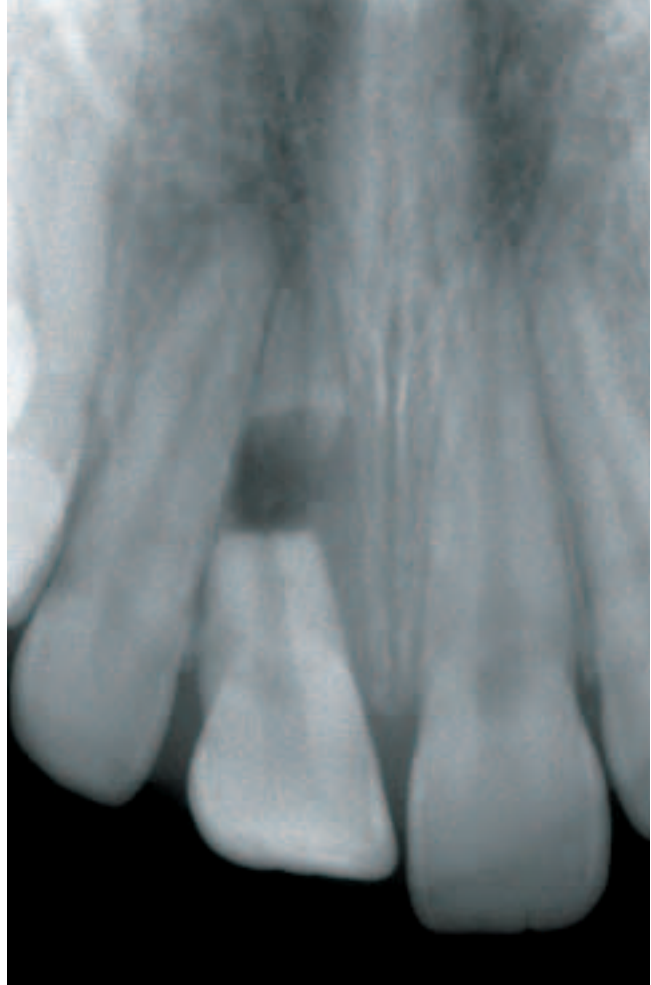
Im Röntgenbild präsentiert sich eine Wurzelfraktur von 11.
